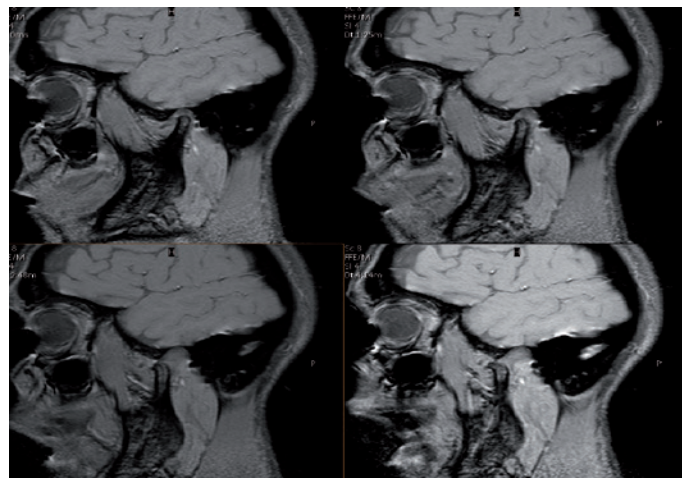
RM en plano sagital potenciada en T1 eco de gradiente en distintos grados de apertura bucal (0°, 30°, 60° y 90°). Se visualiza una buena congruencia articular sin limitaciones en el desplazamiento anterior del cóndilo y con un menisco sin alteraciones intersticiales ni luxaciones.
